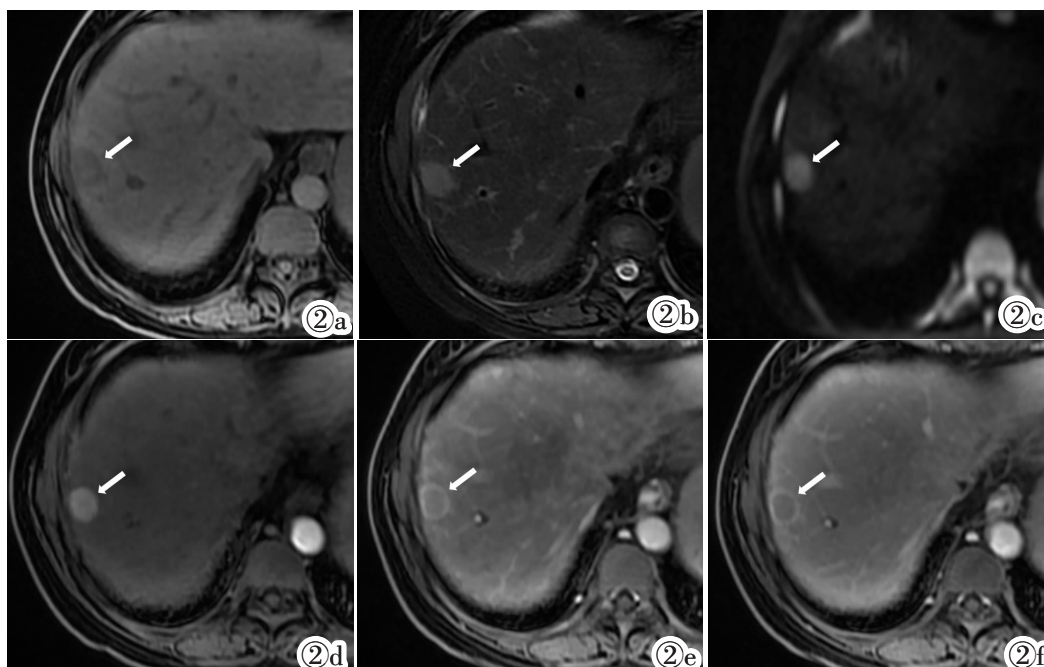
~2f 女,51 岁。图 2a,2b:MR 平扫轴位示肝右叶结节呈 T₁WI 稍低 T₂WI 高信号(白箭);图 2c:DWI 检查示结节中度弥散受限(白箭);图 2d~2f:PWl 检查示结节动脉期明显强化,静脉期及延迟期渐进性强化减弱并中度环形强化(白箭)。
